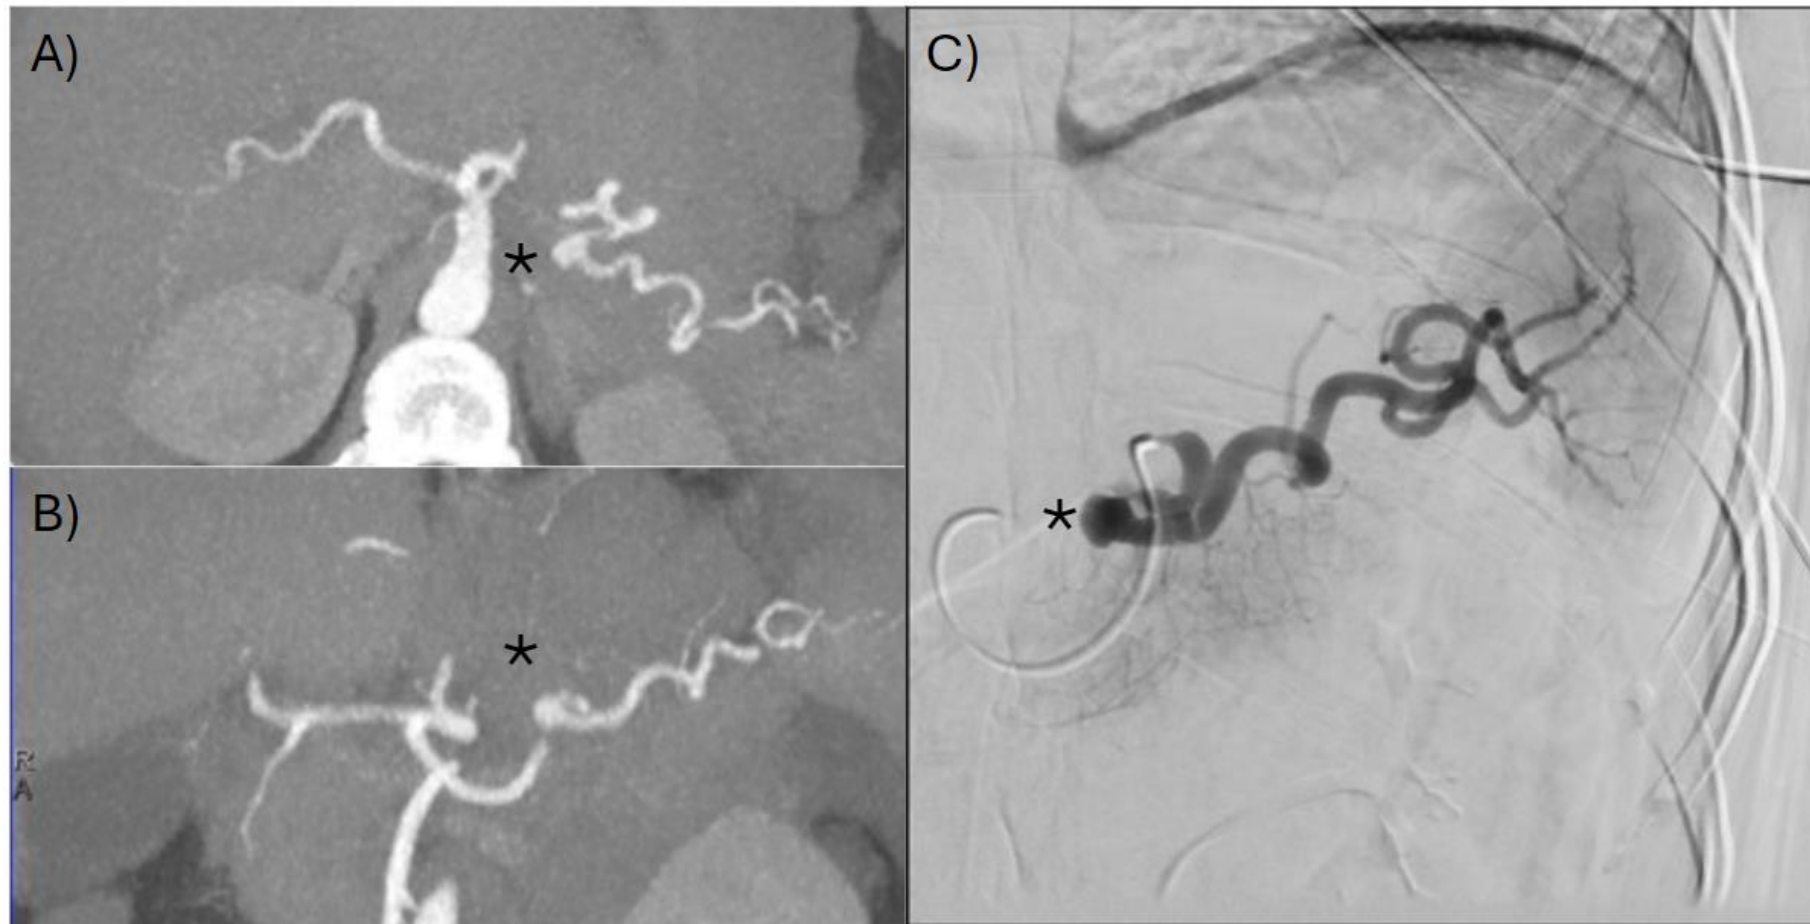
A) y B) TC abdominal con contraste intravenoso en fase arterial. Reconstrucciones MIP (Maximum Intensity Projection) en axial y coronal. C) Arteriografía. Se observa un aneurisma (*) de la arteria esplénica como causa de hemoperitoneo (no mostrado en la imagen). Se puede comprobar la buena correlación entre la TC y la arteriografía para el estudio de los vasos y la utilidad de ésta primera como "mapa de carreteras" para guiar el tratamiento endovascular.
